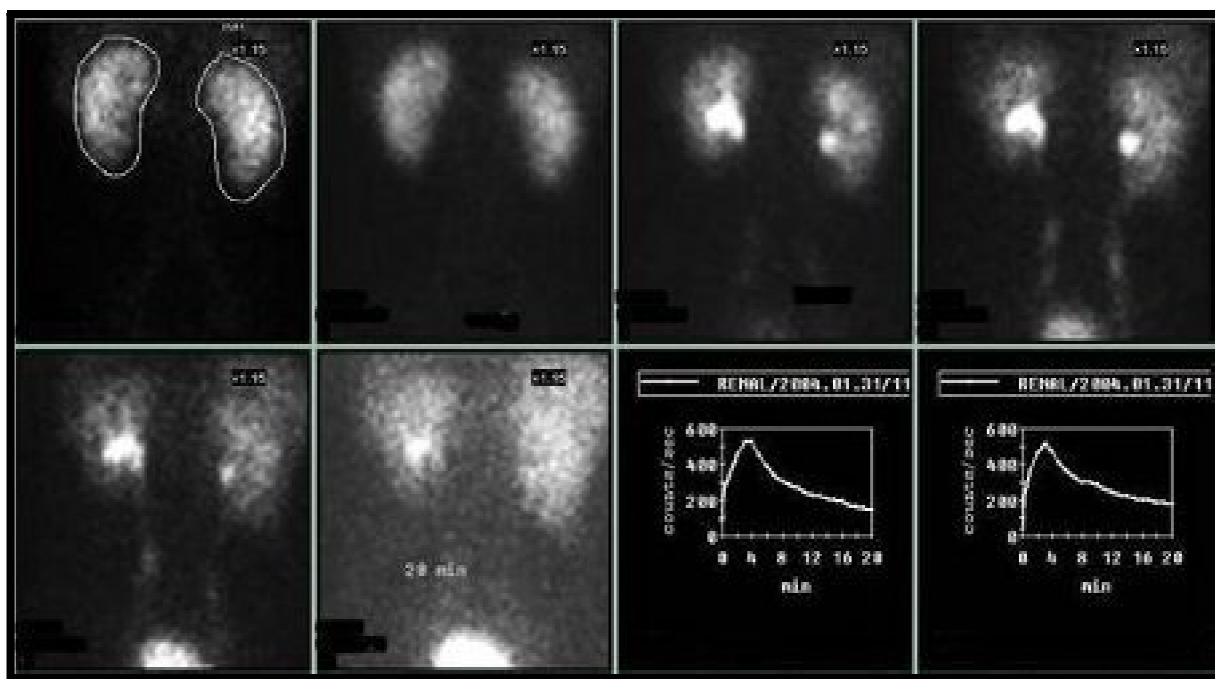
Радионуклеидная нефросцинтиграфия в норме.
